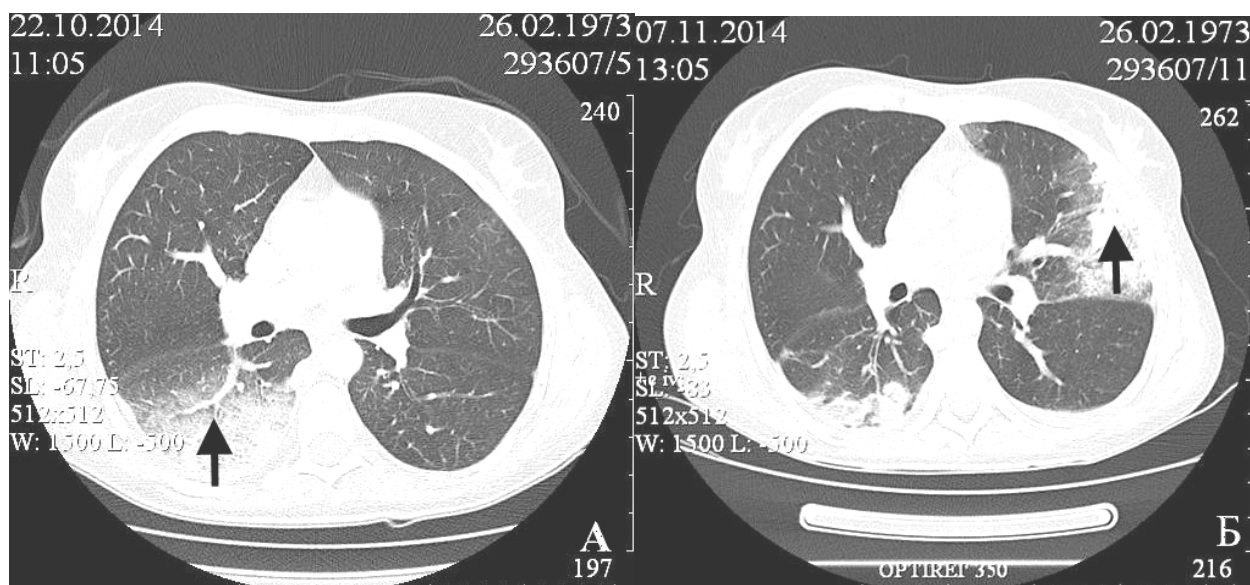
КТ-ангиография, аксиальный срез: рецидивирующая ТЭЛА. А – инфаркт S6 справа; Б – инфаркт S4-5 слева (обозначено стрелками)
